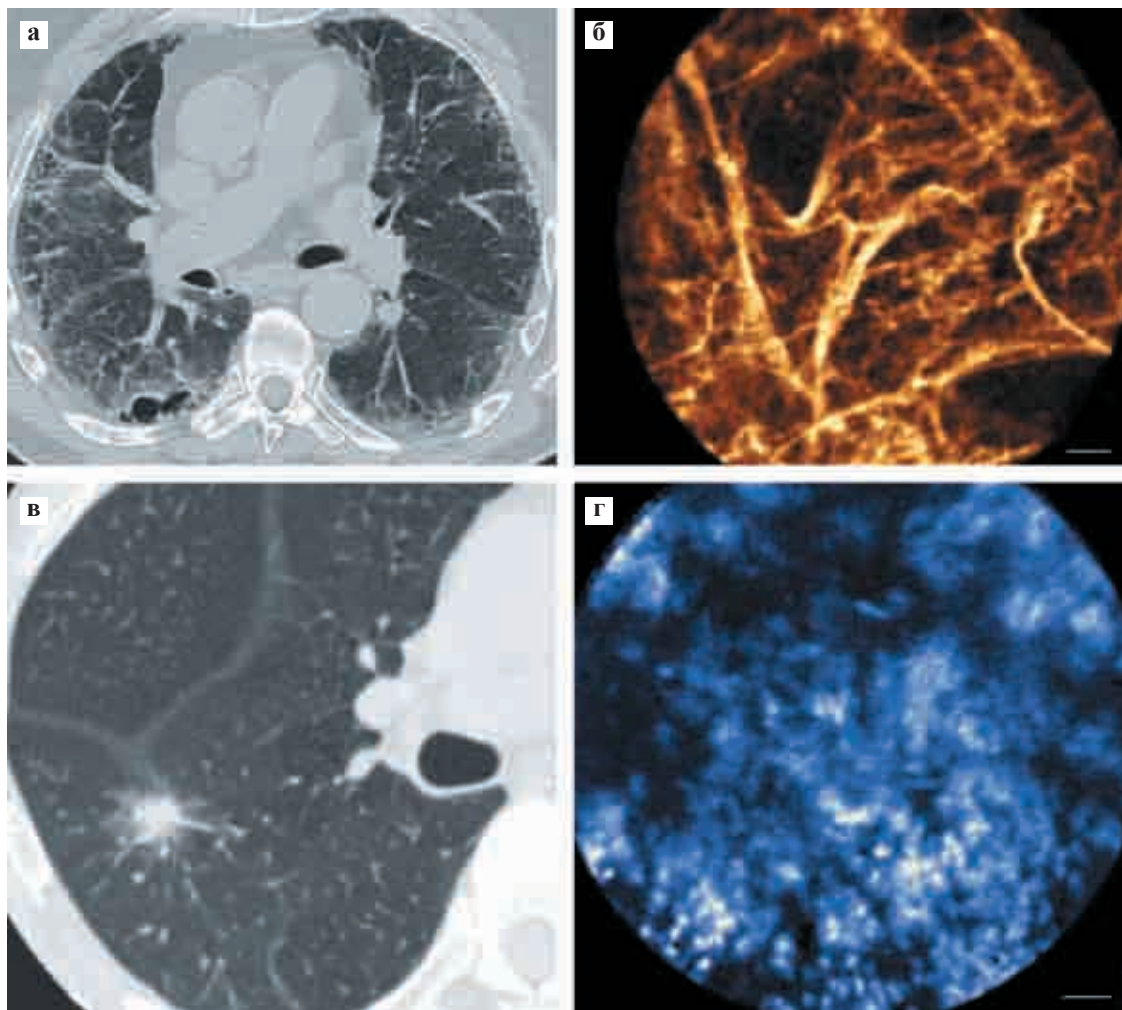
Визуализация при помощи оптоволоконной флуоресцентной конфокальной микроскопии периферического легкого: а и б – идиопатический легочный фиброз; в и г – узелок периферийного легкого: аденокарцинома; а и в – компьютерная томография грудного отдела; б – дистальная FCFM-визуализация язычка (LB5a) (автофлуоресценция FCFM при длине волны возбуждения 488 нм). г – FCFM визуализация периферических узелков представленных в (в). Конфокальный мини-зонд был введен в узелок через внешнюю оболочку с использованием радиального эндобронхиального ультразвукового исследования перед отбором образца (поверхностный метиленовый синий и FCFM при длине волны возбуждения 660 нм). Масштаб: 50 мкм
